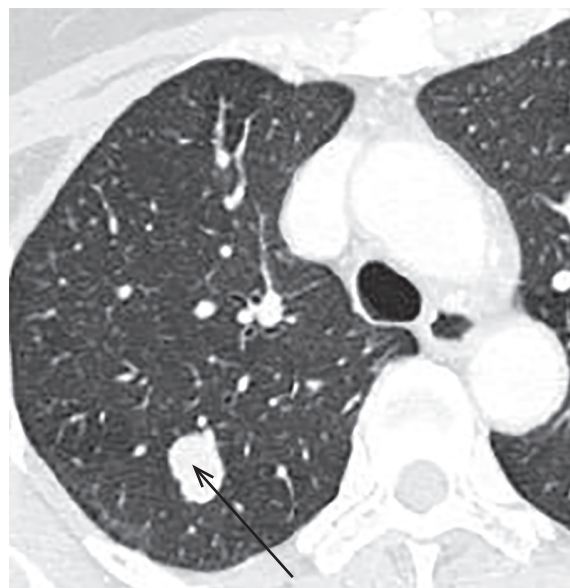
Комп'ютерна томографія органів грудної клітки. Аксіальний зріз. Периферична карциноїдна пухлина верхньої долі правої легені (вказаний стрілочкою).
